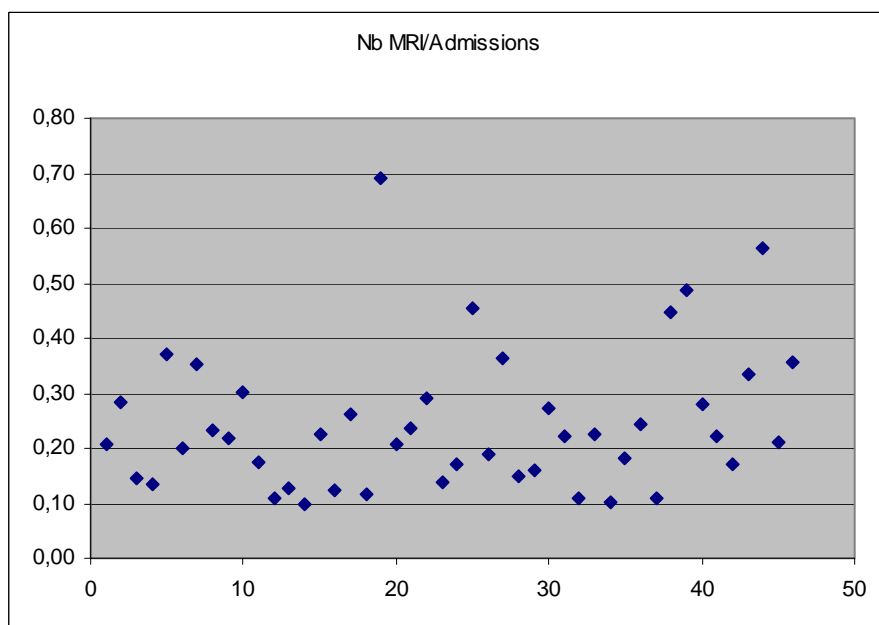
Activité IRM corrélée au nombre d'admissions.
